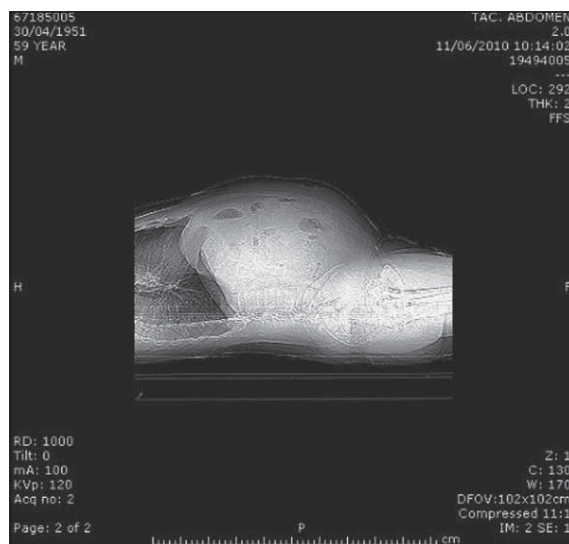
Corte longitudinal lateral de la tomografía abdominal tomada en junio de 2010, en el que se aprecia el aumento de volumen de la cavidad abdominal secundaria a los tumores quísticos presentes en su interior, principalmente a un gran GIST epiploico localizado hacia el flanco y fosa iliaca derecha.
